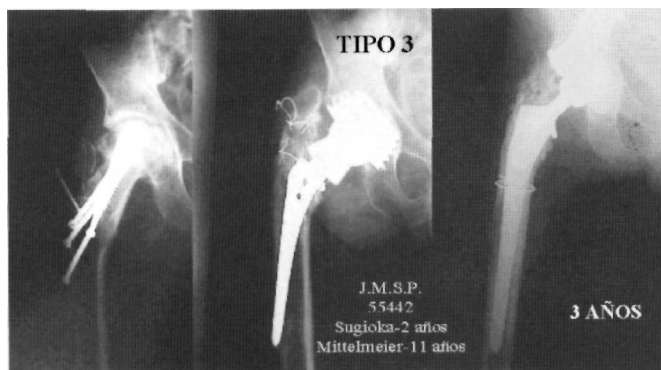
Defecto tipo 3. Osteotomía de Sugioka fracasada a los 2 años. Artroplastia de Mittelmeier fracasada a los 11 años. Implante de vástago Kar. Radiografía realizada a los 3 años.
